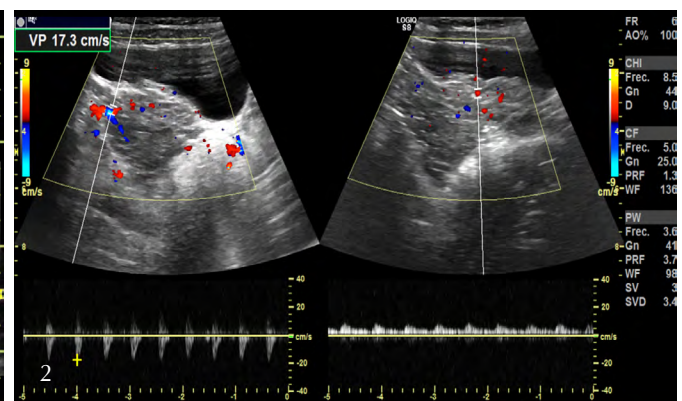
Caso 1. Ecografía en modo B con Doppler color.
